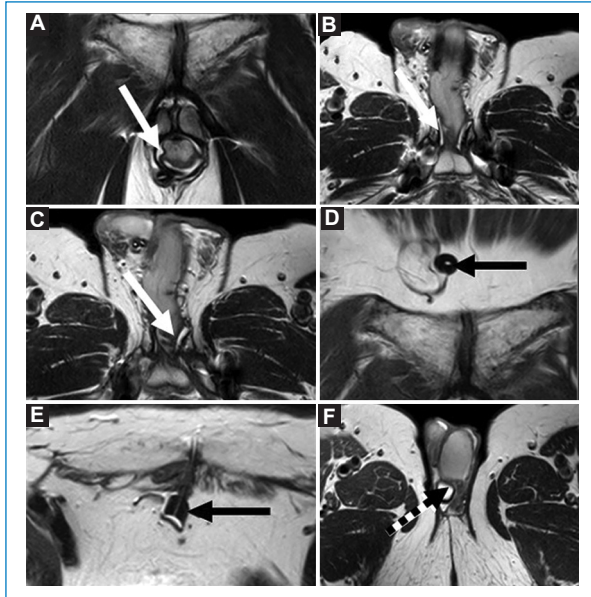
RM de pelvis TSE HR. (A-C) Manguito con pérdida de su forma, sin modificación de tamaño ni forma tras la activación del dispositivo (flecha blanca). (D-E) Reservorio con pérdida de forma y sin líquido (flecha negra). (F) Bomba de control sin alteraciones (flecha negra discontinua). Los hallazgos encontrados en la RM son compatibles con rotura del manguito con fuga del contenido del dispositivo.
